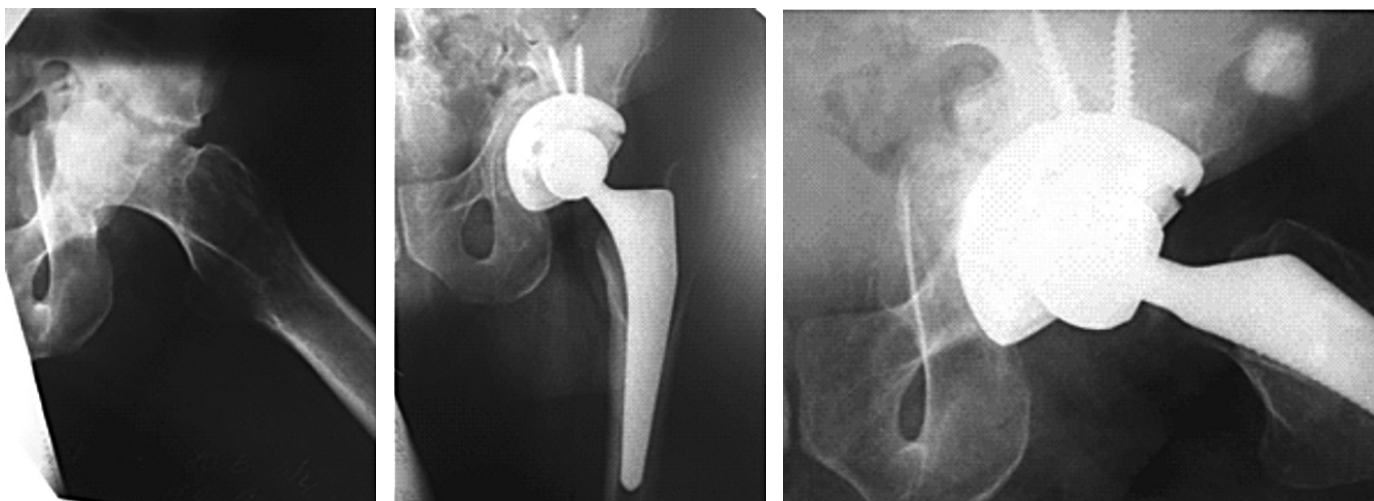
Невірно консолидований поперечний перелом кульшової западини, дефект медіальної стінки западини (А). Пряма (Б) та бокова (В) рентгенограми кульшового суглоба після ТЕПКС та кісткової аутопластики дефекта кульшової западини спонгіозою з видалених головки та шийки стегнової кістки.
